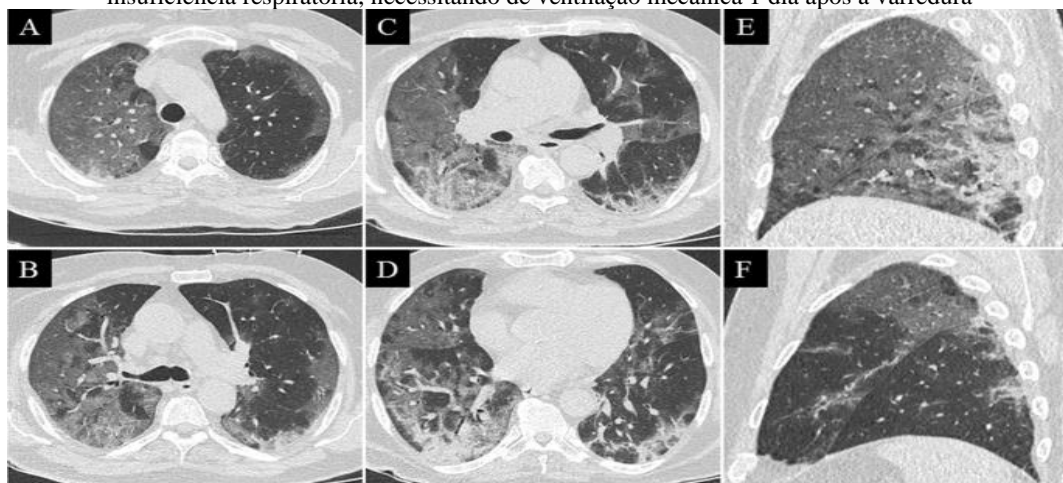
Paciente de 38 anos com COVID-19, apresentando febre e tosse seca há 6 dias. Tomografia computadorizada mostrando opacidades em vidro fosco difusas associadas a espessamento dos septos interlobulares e reticulações (pavimentação em mosaico).
